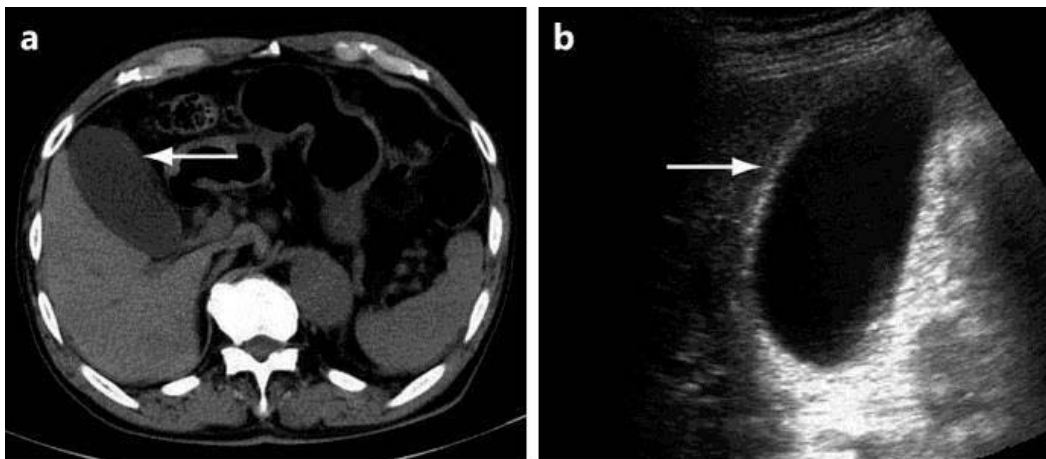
Epaisseur de la paroi de la vésicule biliaire mis en évidence à l'échographie et la TDM abdominale [267].
